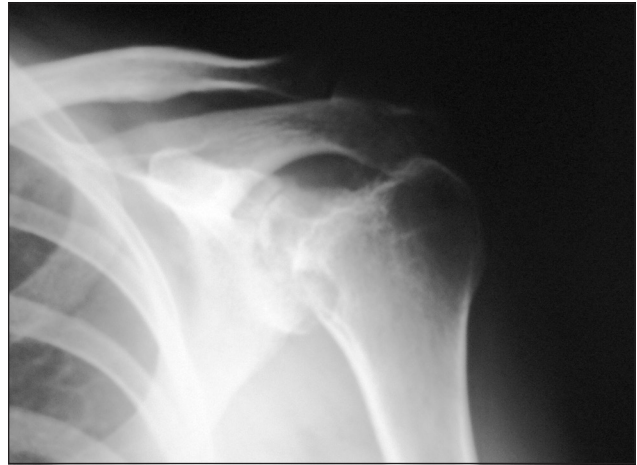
Рентгенограма плечового суглоба хворої М., 42 роки. Звуження суглобової щілини внаслідок деструкції хряща, мікрокрісти різних розмірів в епіфізах
